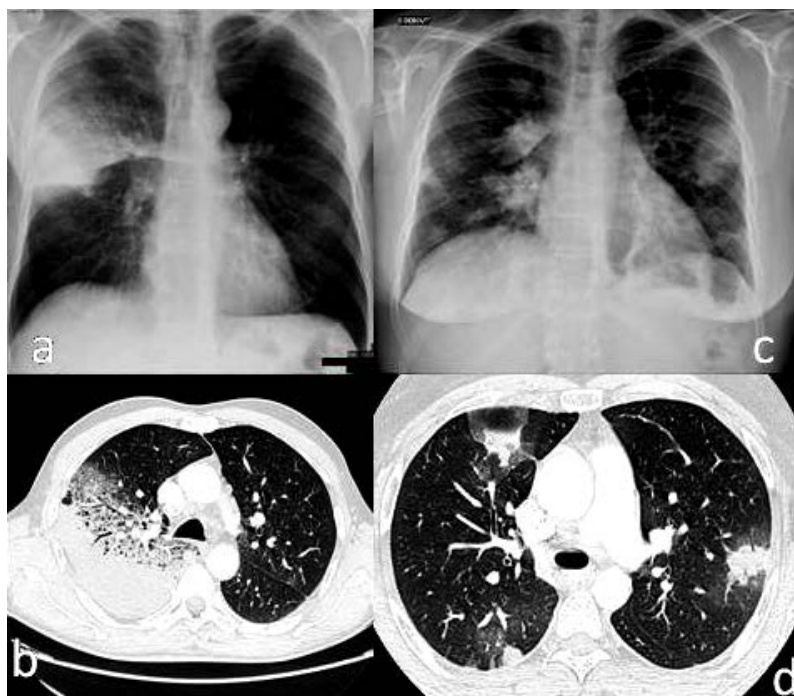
Radiographies et scanners thoraciques de 2 patients atteints de fièvre Q (crédit photo : M. Zappa) / Chest radiographies and CT scans of 2 patients with Q fever (photo credit: M. Zappa)
